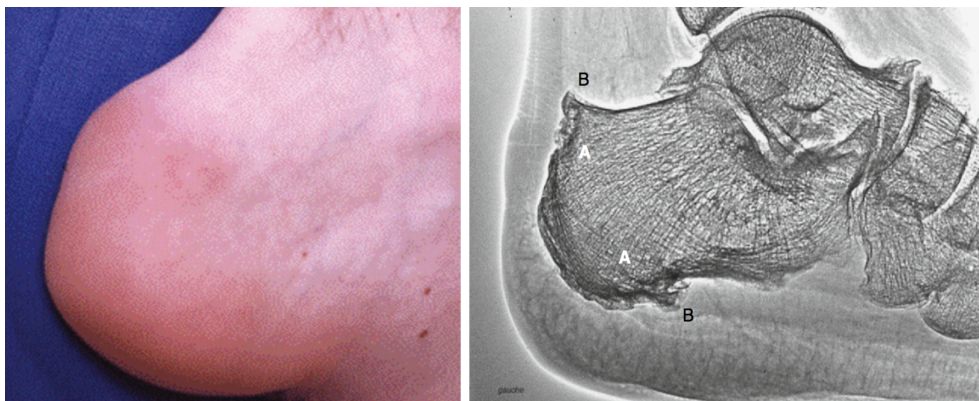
(123). Enthésite du tendon d'Achille. A gauche : aspect clinique de l'enthésite du tendon d'Achille incluant un gonflement et une rougeur en regard de l'insertion. A droite : radiographie du talon de profil montrant les lésions structurales chroniques des insertions du tendon Achilléen et de l'aponévrose plantaire incluant les érosions (A) et les enthésophytes (B).
